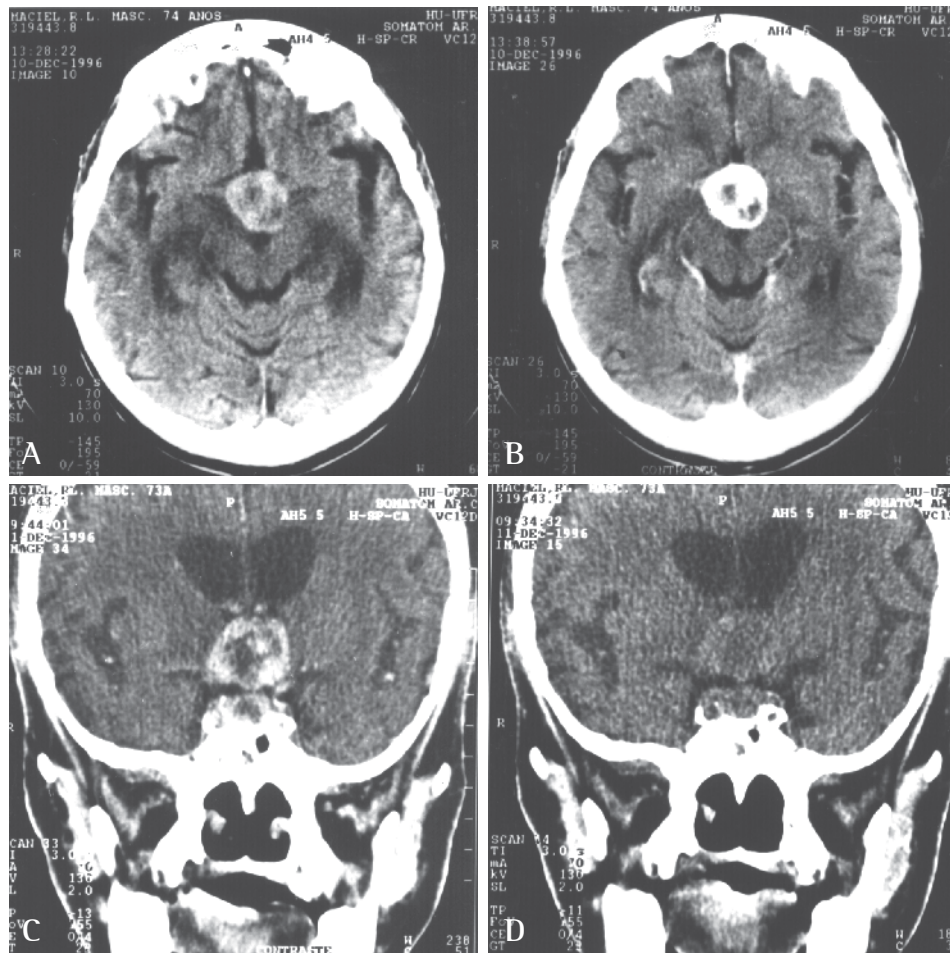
Tomografia computadorizada de crânio. Massa em região supra-selar, ocupando 3º ventrículo, heterogênea, com áreas centrais de hipodensidade, medindo cerca de 2,6 x 2,0cm. Após a administração de contraste observa-se reforço acentuado, exceto nas áreas previamente hipodensas. Observa-se também massa com características semelhantes em região selar. Diafragma da sela túrcica com aspecto anatômico íntegro. Não há remodelamento ou destruição das estruturas ósseas adjacentes. Estruturas vasculares em posição anatômica e sem distorção de seu trajeto.
